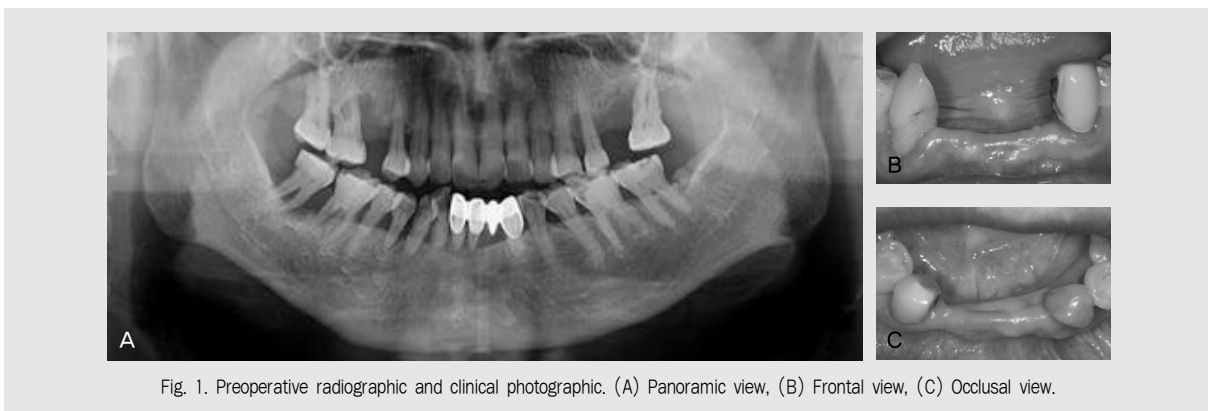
Preoperative radiographic and clinical photographic. (A) Panoramic view, (B) Frontal view, (C) Occlusal view.
